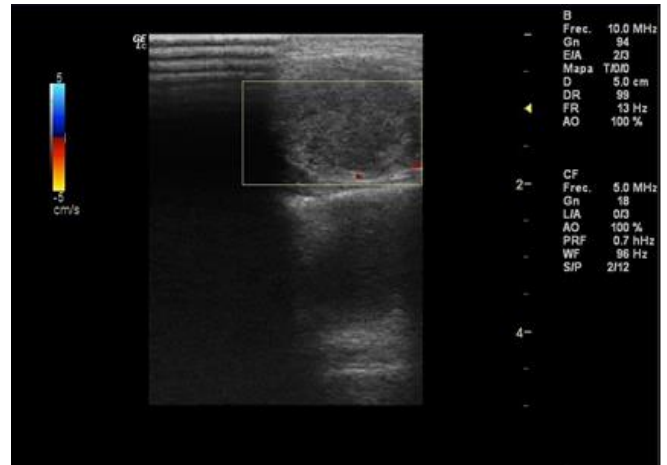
Masa sólida, heterogénea, no capta señal Eco-Doppler en su interior.
